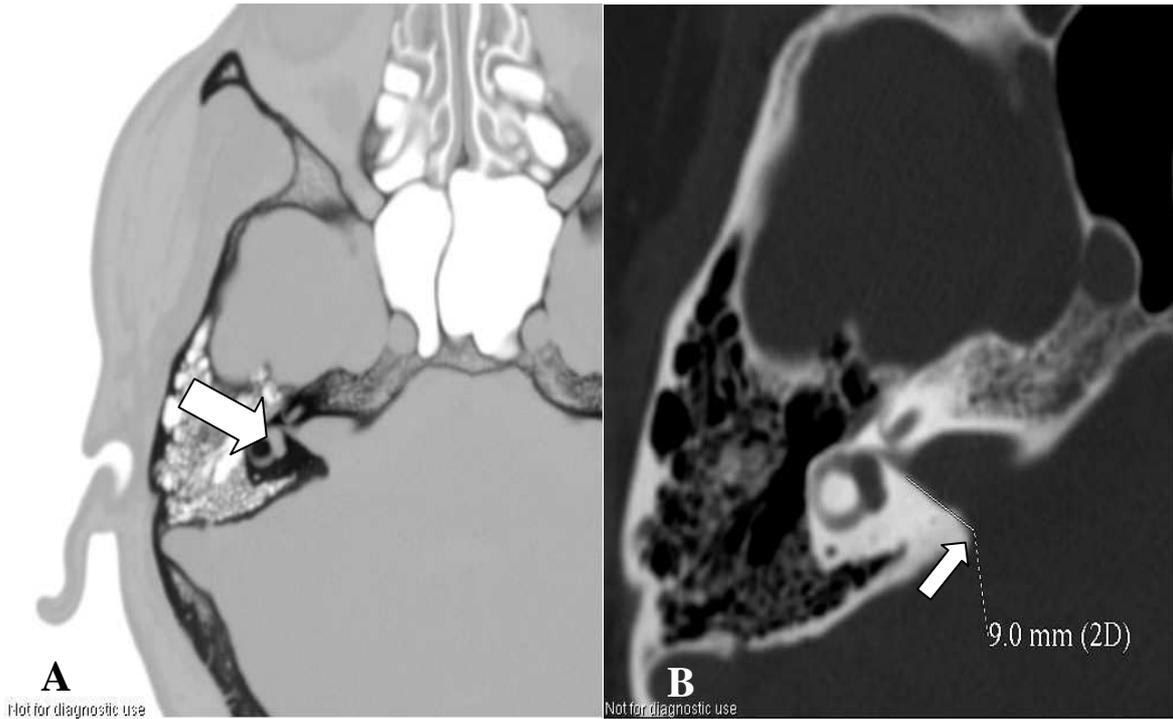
Imagem de TC de crânio em corte axial
